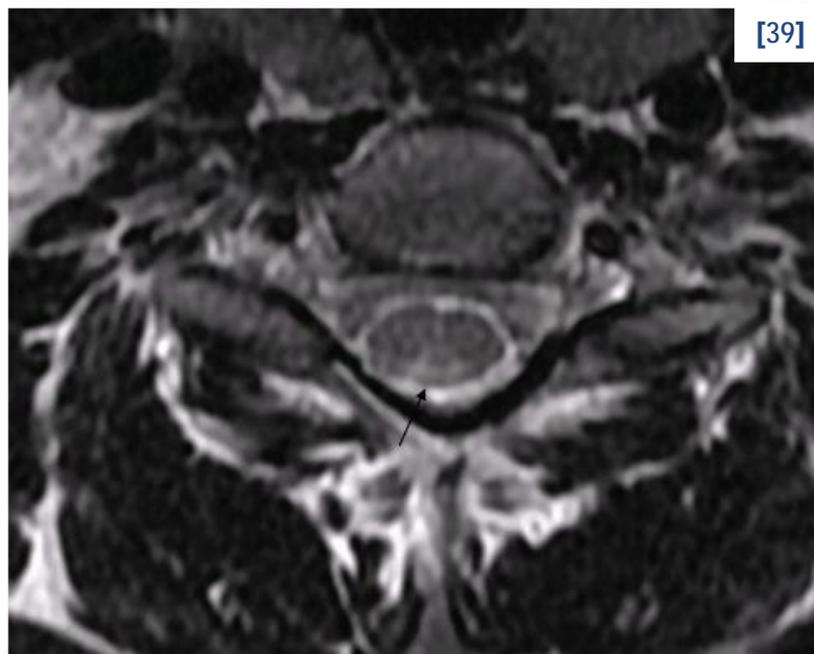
Transverse T2-weighted MRI scan of the cervical spinal cord at the C2 level demonstrating bilateral symmetric signal intensity within the dorsal columns (inverted V sign) before treatment.
